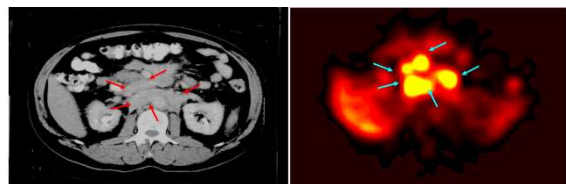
左図はX線CT、右はある放射性医薬品を用いたシンチグラム断層像。矢印ががん病巣。X線CTで腫瘍の見られる部位に、放射性医薬品が集積しています。
